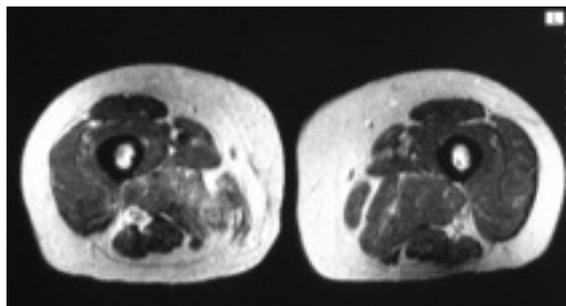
RMN de controlo – resolução das lesões supuradas, persistência apenas de edema e fibrose.
